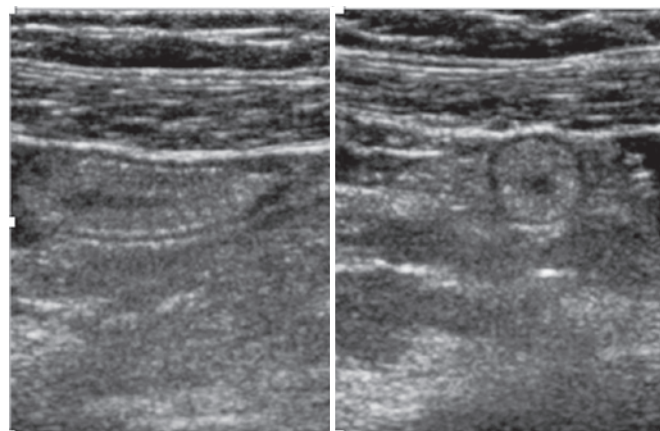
Apêndice cecal com parede espessada identificada na ultrassonografia
